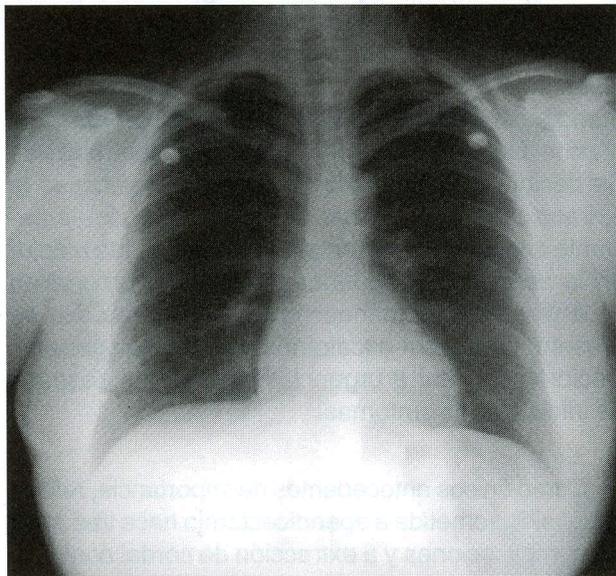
Radiografía de tórax de ingreso. Se aprecia línea radiolúcida por fuera del contorno izquierdo del corazón y de los vasos del mediastino superior. Enfisema subcutáneo en cuello, de predominio izquierdo.
